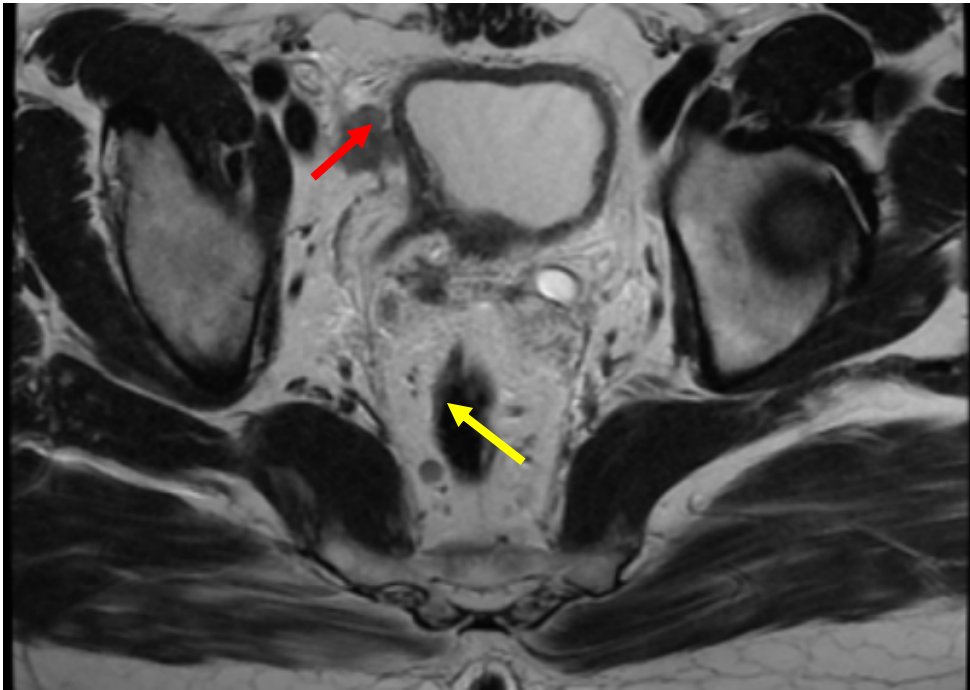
image d'une IRM pelvienne en séquence pondérée en T2 en coupe axiale montrant des adénopathies péri-viscérales, péri-vésicale (flèche rouge) et péri-prostatique (flèche jaune).
